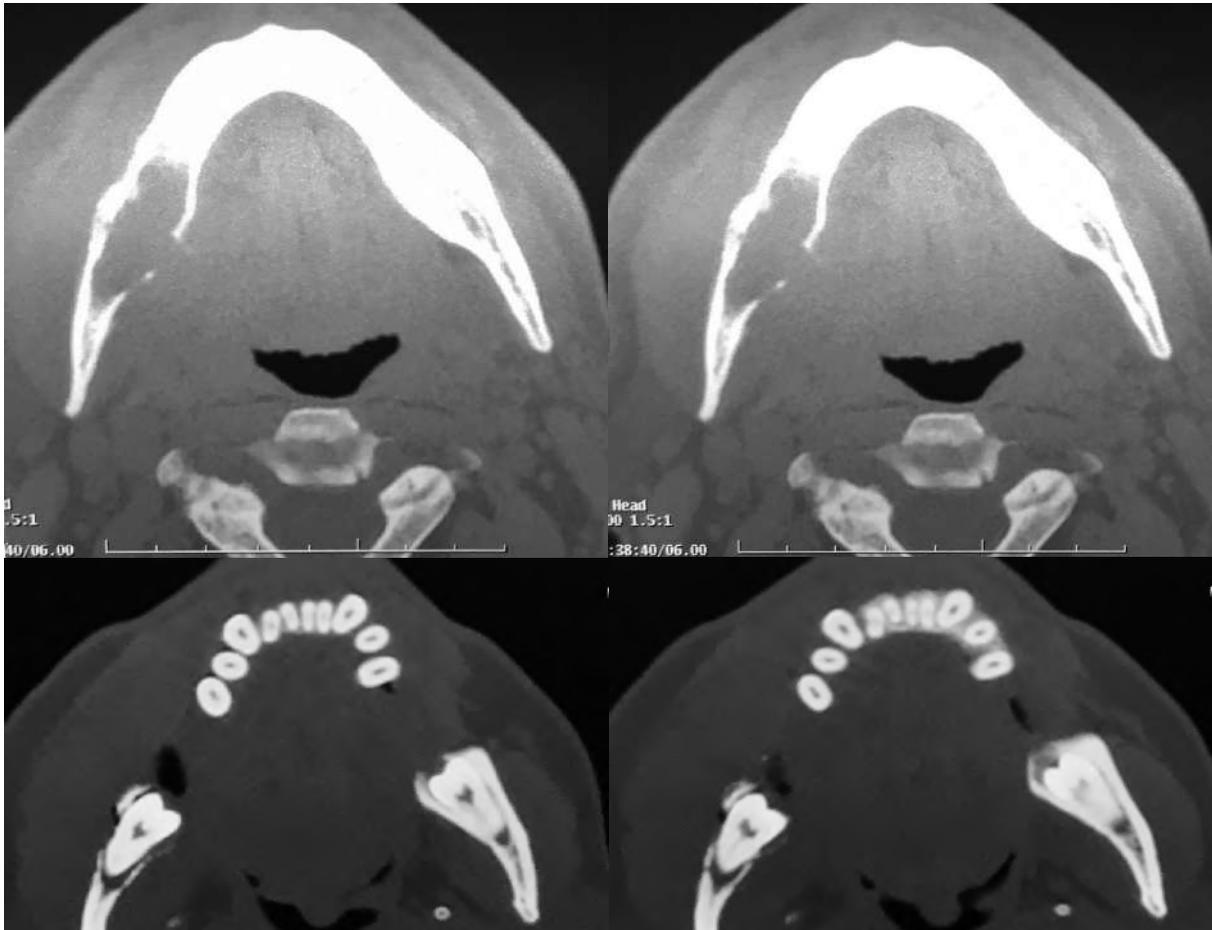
Tomografía computada que confirma lesión radiolúcida que involucra el tercer molar y erosiona la tabla lingual.
